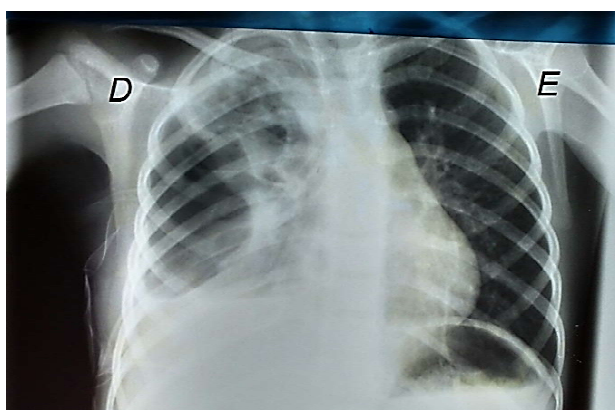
Radiografia de tórax PA\*<sup>8</sup> mostrando área pulmonar pós retirada do dreno. Fonte: O autor.
